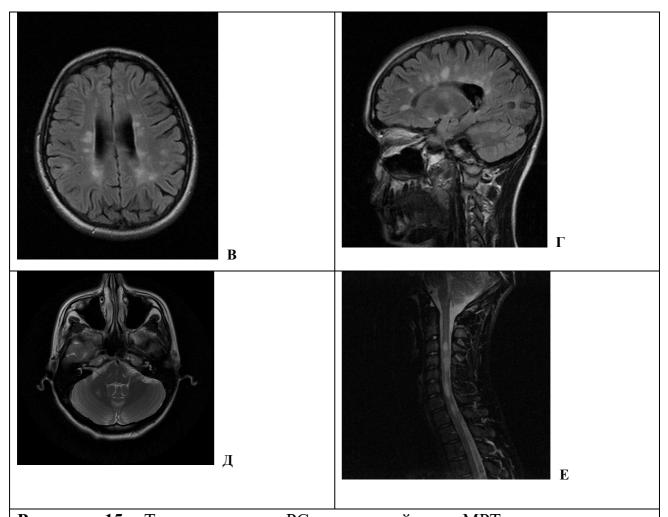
Типичные для РС изменений на МРТ: одновременное присутствие контрастируемых и неконтрастируемых очагов (А и Б); юкстакортикальные очаги (В); перивентрикулярные очаги (Г), инфратенториальные очаги (Д), очаги в спинном мозге (Е). Собственные наблюдения.
